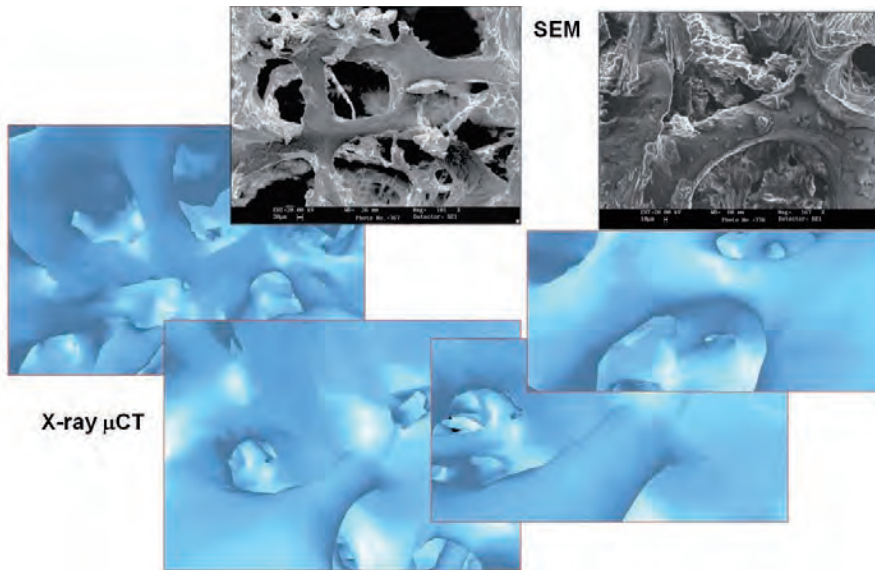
Architettura dell'osso trabecolare. Imaging tramite tecnica distruttiva (SEM) e non distruttiva (μ -CT).
